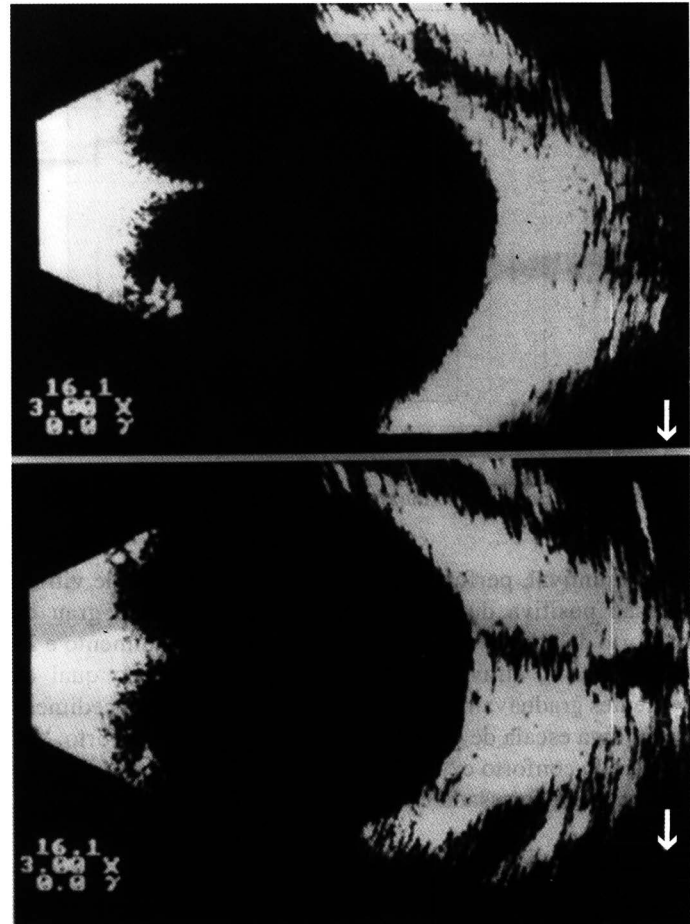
Ultrassonografia bidimensional
